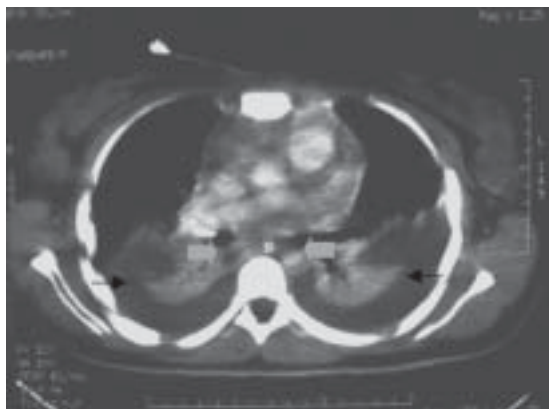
TAC de Tórax, demuestra derrame pleural bilateral y mediastino ensanchado.
